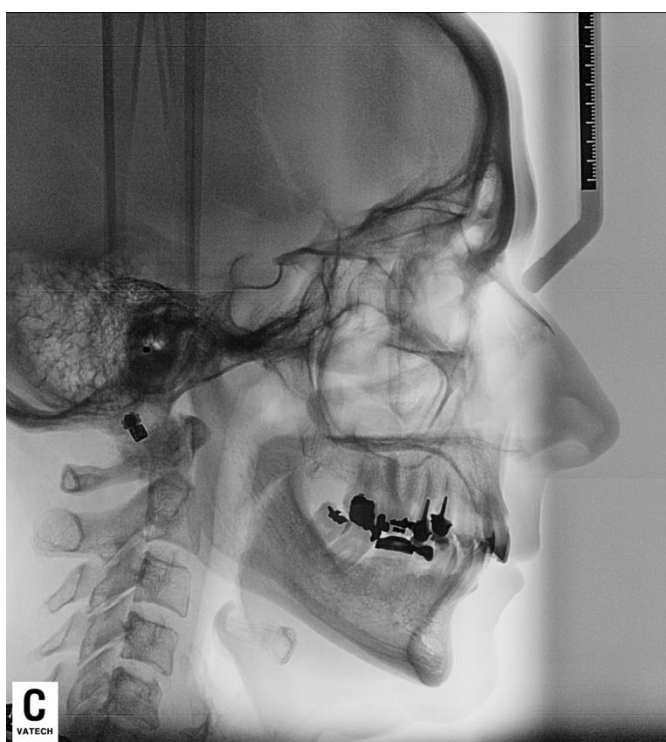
Telerradiografia do paciente 1
